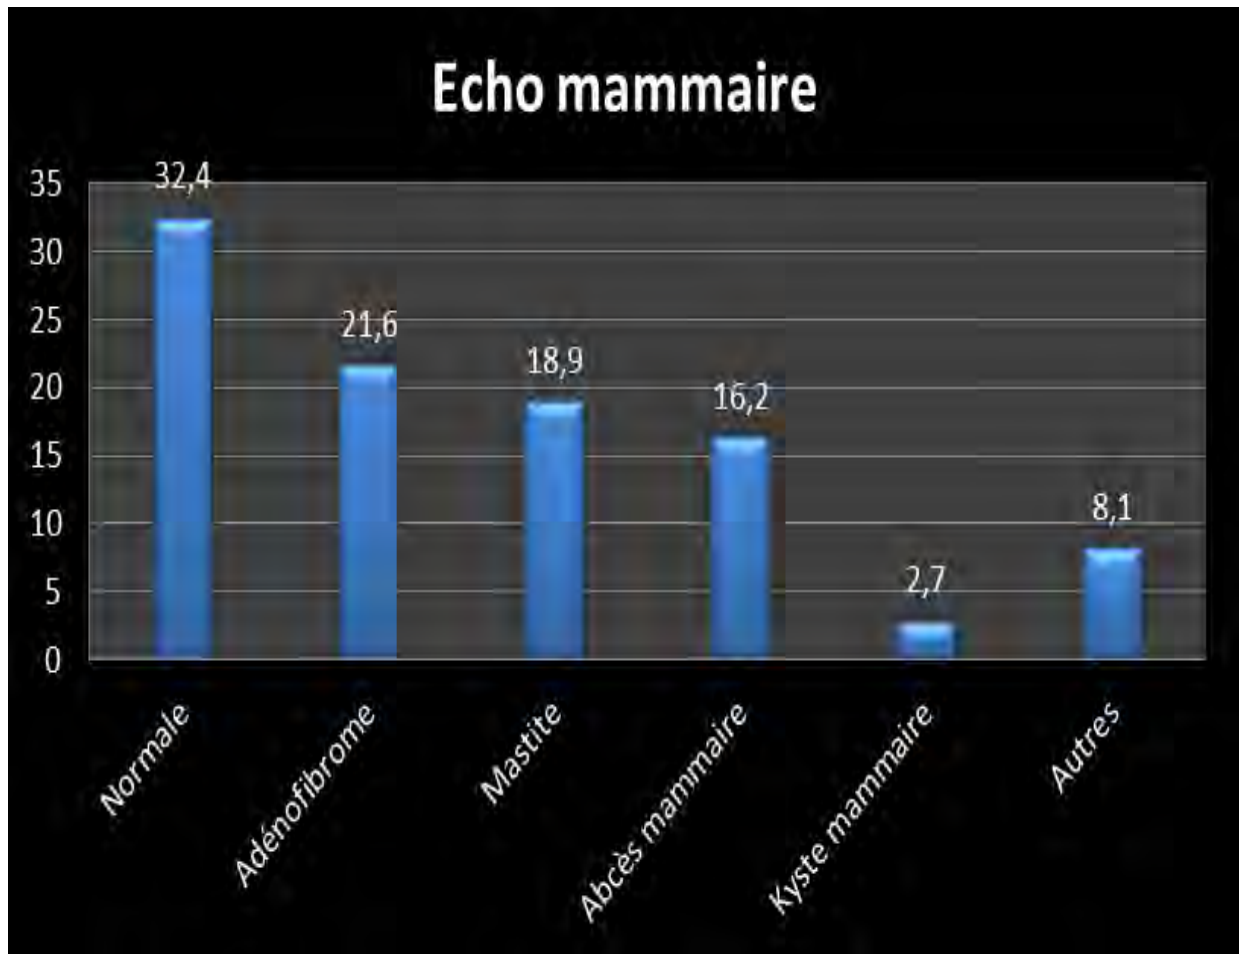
Répartition des résultats selon les échographies mammaires
